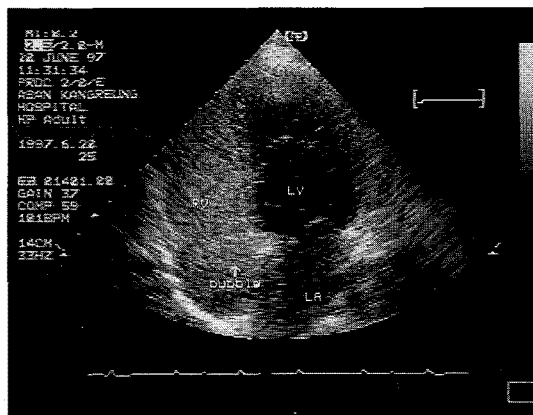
A. Contrast echocardiography with agitated saline shows a stream microbubbles opacifying only the right chamber.
